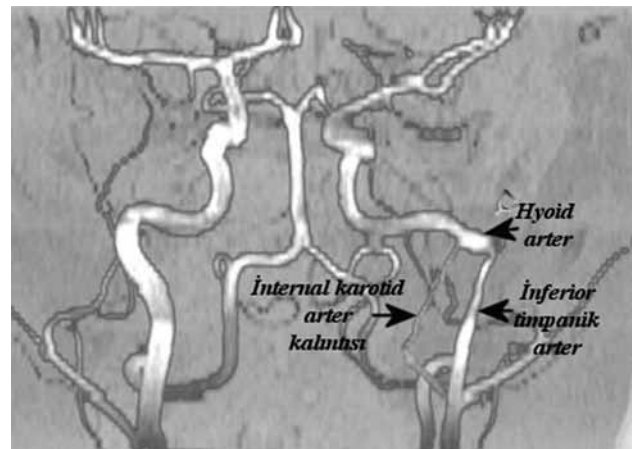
(a, b) Aksiyal bilgisayarlı tomografi kesitlerinde internal karotid arterin anormal seyri ile birlikte sol karotid kanalın vertikal parçası. (c) Koronal manyetik rezonans anjiyoda, intrapetröz internal karotid arter lateral ve posterior deviasyon göstermekte ve karşı taraf arterine göre kalibrasyonu küçük olarak izlenmekte.
